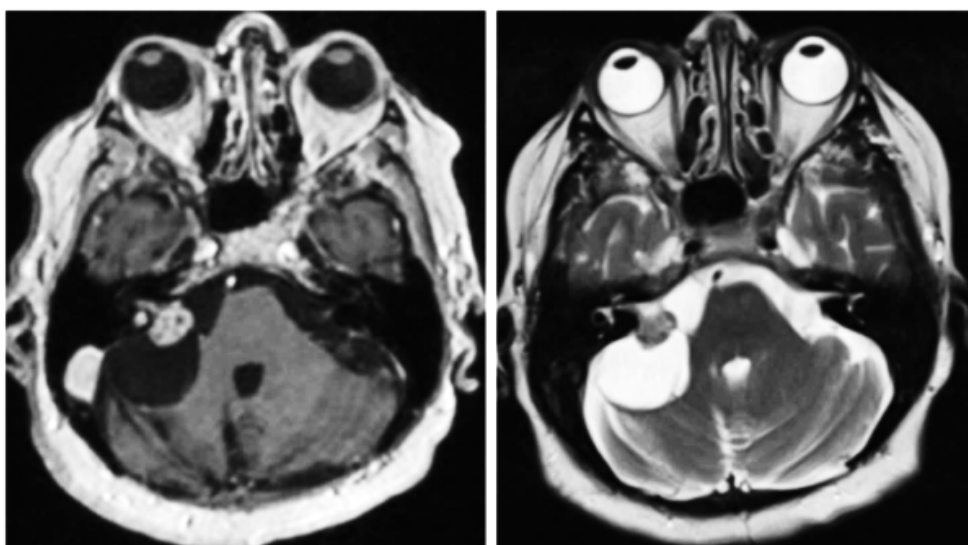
Кистозная невринома правого слухового нерва, компримирующая ствол головного мозга (T1 и T2-взвешенные изображения МРТ) [10]
